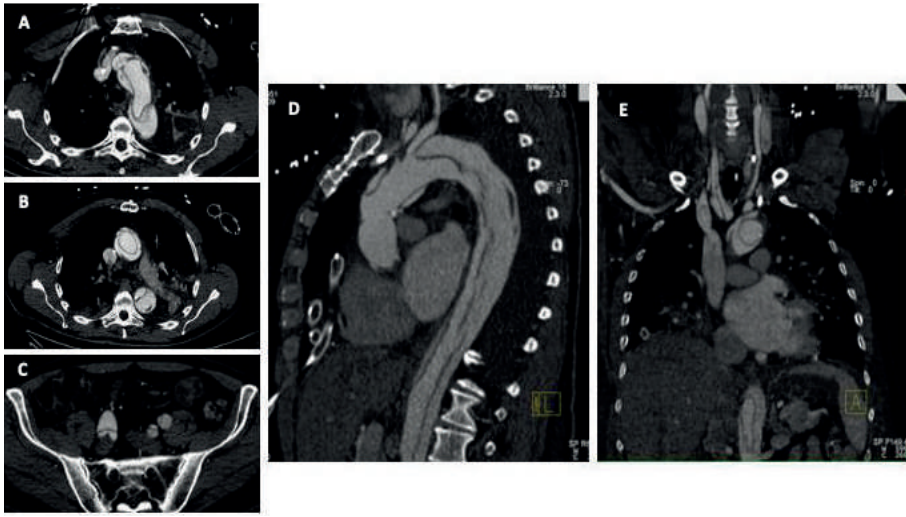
Utilidad de la tomografía computarizada para el diagnóstico y seguimiento del síndrome aórtico agudo.
